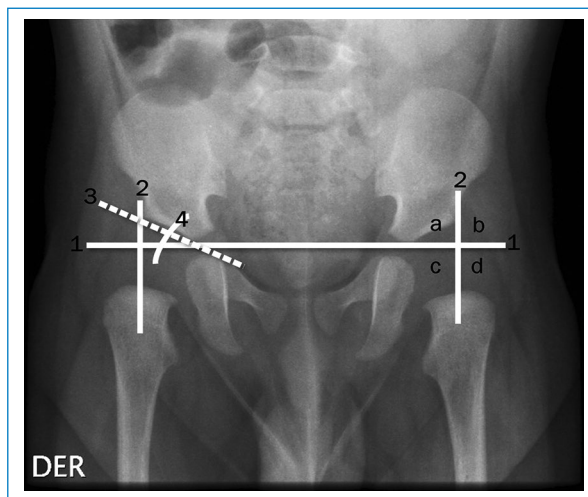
Análisis de la Radiografía de Pelvis AP. 1: línea de Hilgenreiner. 2: línea de Perkins. 3: línea del techo acetabular. 4: ángulo o Índice acetabular. A, B, C y D: cuadrantes de Ombredanne.
